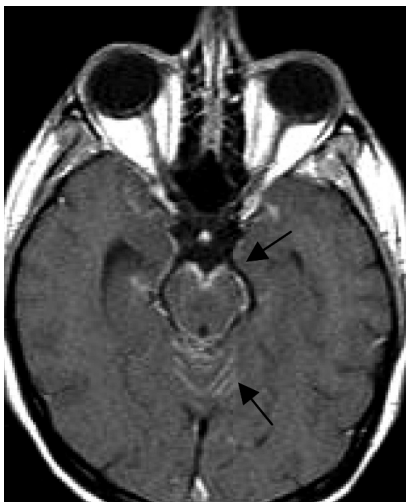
RM sequenza SE T1 pesata, in proiezione assiale dopo somministrazione endovenosa di gadolinio. Iperintensità patologica, espressione di localizzazione secondaria leptomeningea, lungo gli spazi liquorali del verme e della cisterna interpeduncolare (*frecce*).
